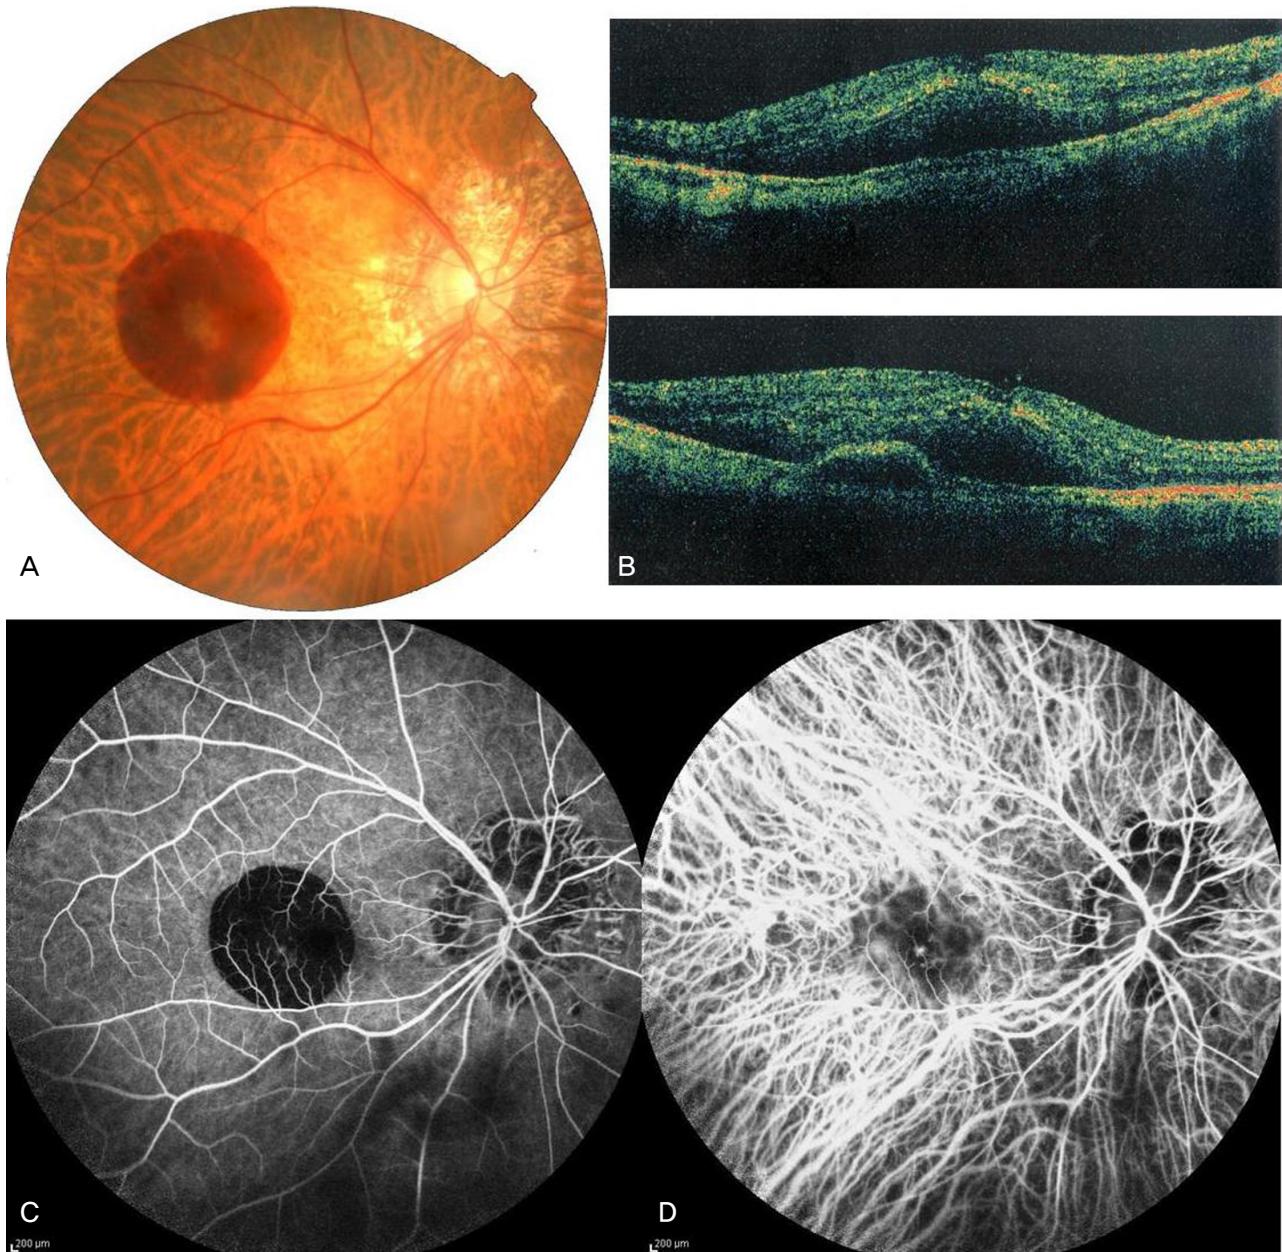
(A) Fundus photograph before an intravitreal ranibizumab® injection shows a juxtafoveal grayish subretinal membrane with submacular hemorrhage. (B) Optical coherence tomography reveals a macular edema and a pigment epithelial detachment. There is a mild vitreomacular traction (arrow). (C) Fluorescein angiograph shows a blocked fluorescence due to thick submacular hemorrhage. (D) Indocyanine green angiograph demonstrates a well demarcated area of hyperfluorescence in the juxtafoveal area corresponding to the choroidal neovascularization.
